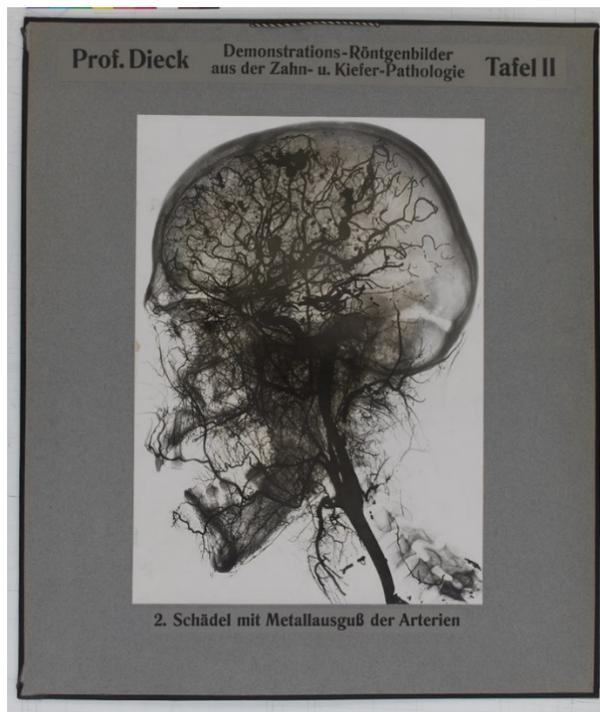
Röntgentafel LT 81¹
